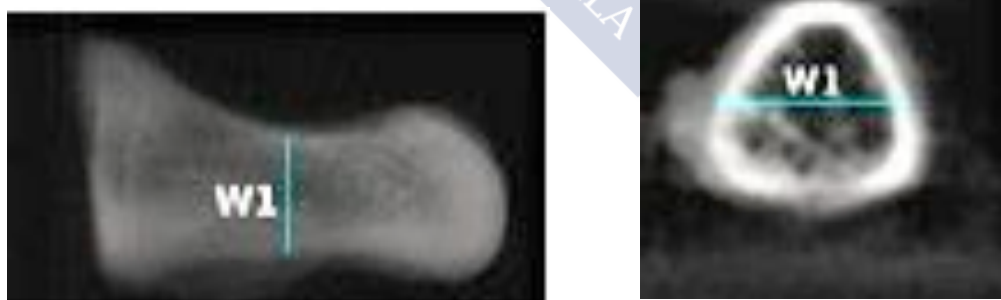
Medición de W1, anchura del primer metatarsiano. Vista longitudinal y sagital en imagen TC.
